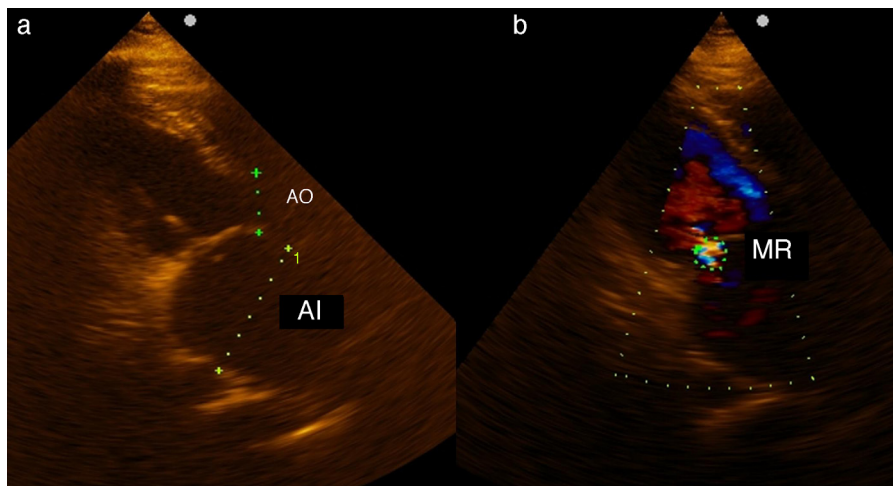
Muestra el resultado de la ecocardiografía transtorácica realizada un año después de la cirugía. a), conversión de la aurícula izquierda en una cavidad unicameral. b), presencia de una regurgitación mitral ligera (área de 0,93 cm²).
